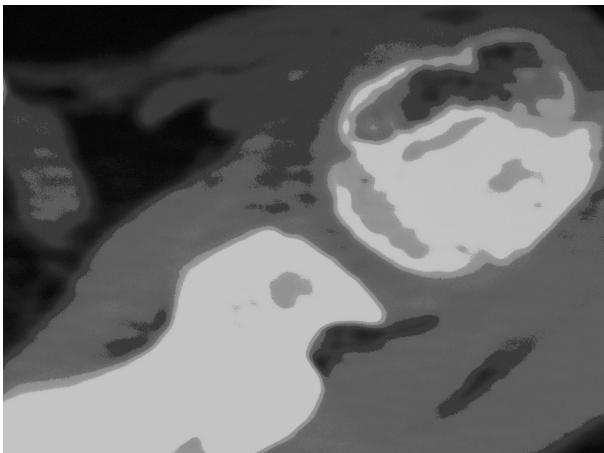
TAC de Escápula. Se observa lesión lítica ovalada en la base de la Apófisis coracoides.
